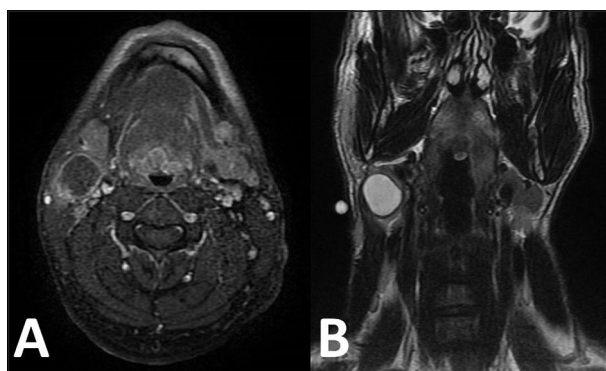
Resonancia magnética cervical. (A) Corte axial en secuencia T1 con contraste. (B) Corte coronal en secuencia T2. Se observa una lesión quística redondeada y bien definida y con signos inflamatorios asociados. La lesión tiene una localización subplatismal, anterior al esternocleidomastoideo y lateral al paquete yugulo-carotídeo. El aspecto es similar al de un quiste branquial.
